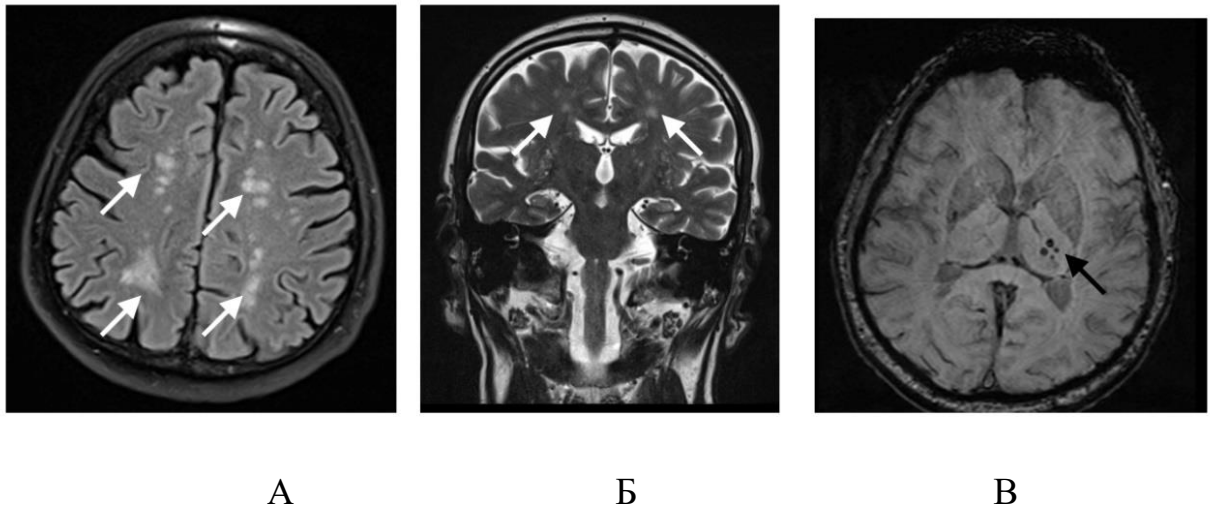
Результаты МРТ головного мозга (томограф 3 Тл) у пациента Д. в режимах: T2-FLAIR (А), T2-взвешенного изображения (Б) и SWI (В); указаны очаги лейкоареоза (белые стрелки); гипоинтенсивного сигнала левой теменной доли (черная стрелка)
